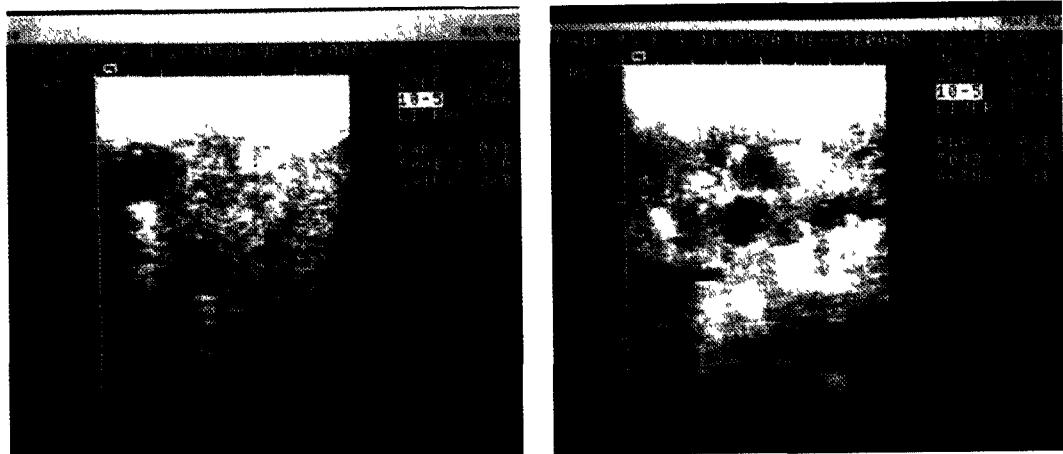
Abdominal ultrasonography (a) several small cystic lesions in the peripheral portion of the right hepatic lobe, suggestive focal dilatation of the peripheral intrahepatic bile duct (b) numerous tiny calcification densities in the renal medulla and mild dilatation of the renal pelvis
